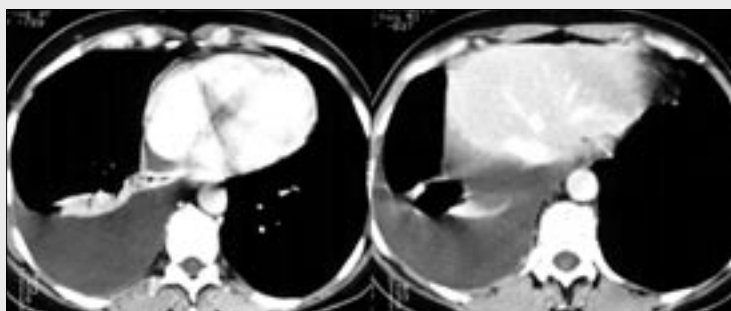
Contrast enhanced chest CT, metastatic involvement due to the lung carcinoma, finding proved by cytology. The central tumor with atelectasis of the lower lobe was showed. Pleural surface is without any evidence of enhancement.
